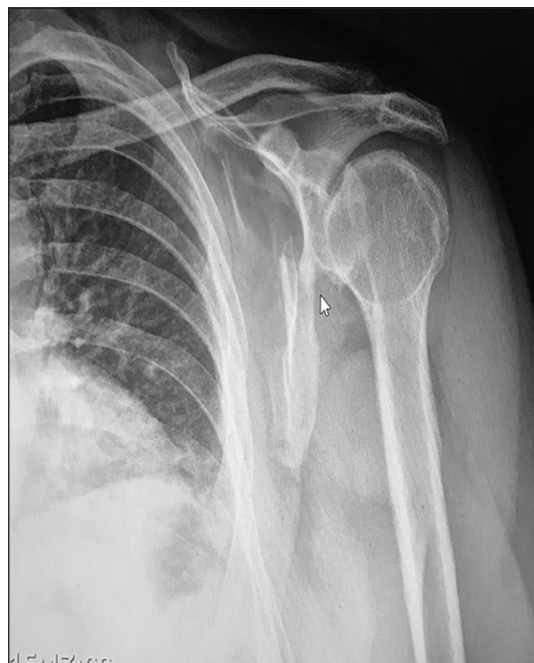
Radiografía en proyección posteroanterior del hombro izquierdo, en la que se observa una fractura del borde lateral de la escápula izquierda, infraglenoidea (flecha).
